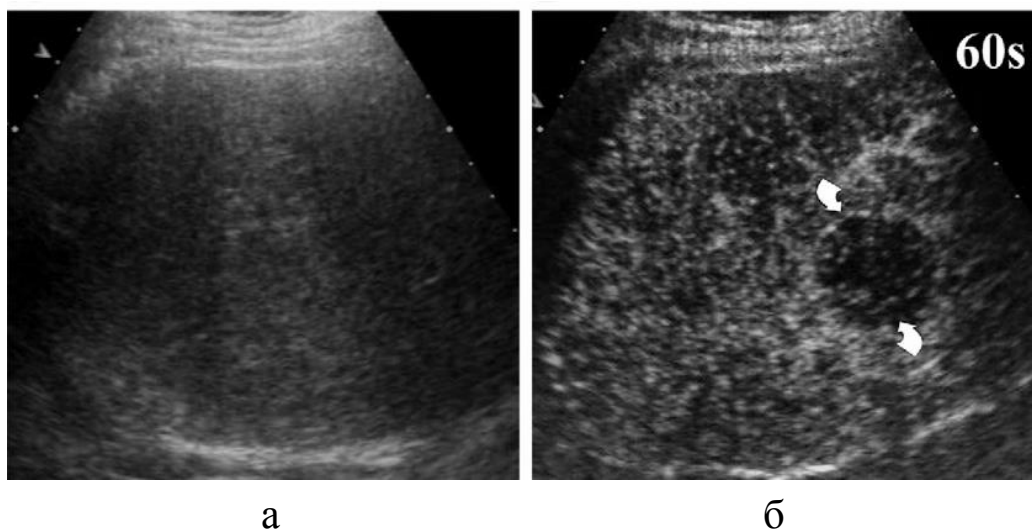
Метастазы рака толстой кишки. Поражение не наблюдается при стандартном УЗИ (а), тогда как оно хорошо определяется через 60 секунд после введения микрочастиц, заполненных газом (б, показано стрелками) [47]
